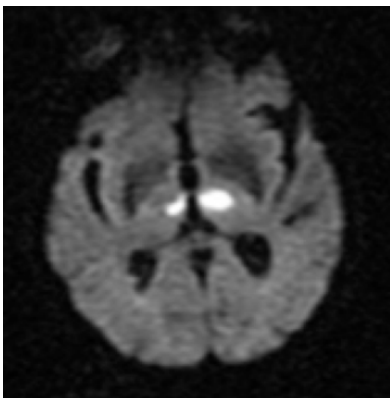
Hiperintensidad talámica bilateral en secuencia DWI b1500, sugestiva de infarto isquémico agudo de la arteria de Percheron.
